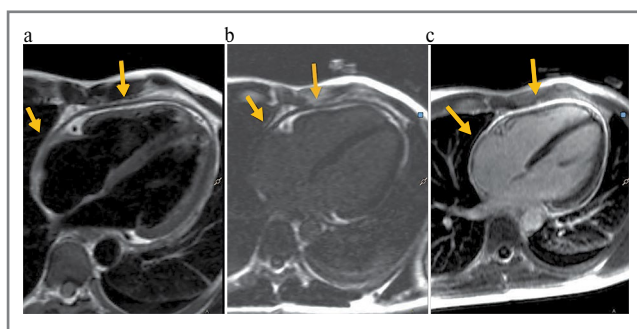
МРТ сердца на 10-е сутки госпитализации, 4-камерная длинная ось ЛЖ: а – T2-взвешенные изображения; б, с – отсроченное контрастирование до и после введения контрастного препарата. Стрелки указывают на листки перикарда, накапливающие контрастный препарат.
